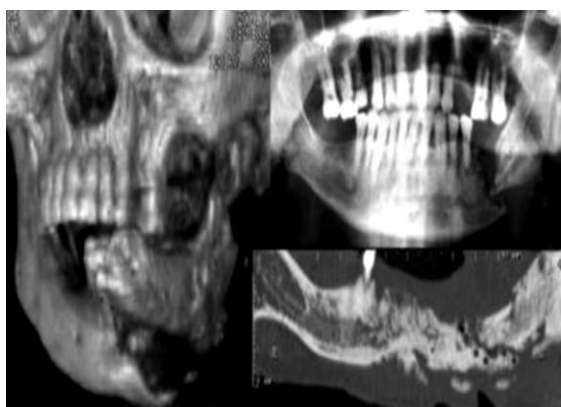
TDM avec reconstruction tridimensionnelle. Séquestre osseux large du corps mandibulaire. Campisi et al. 2012 [69]
